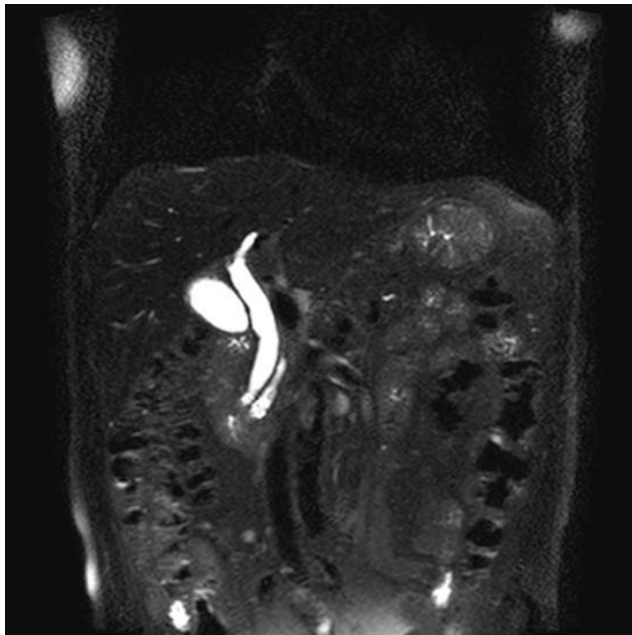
Abdomen magnetic resonance imaging findings. It shows common bile duct and main pancreatic duct dilations. However, there is no definite mass.
